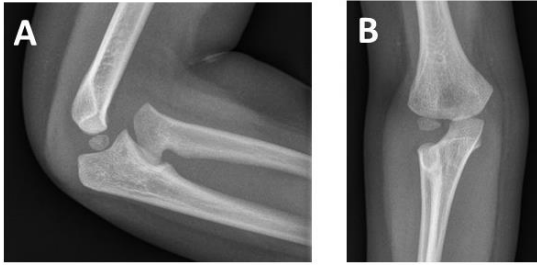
Repräsentative Röntgenaufnahmen (A: seitliche und B: a.p. Projektion) eines Patienten (Patient 4) mit kRKL. Bei einer anterioren Luxation findet sich klassischerweise ein hypoplastisches, gewölbtes, domförmigem Caput radii mit fehlender zentraler Depression.
